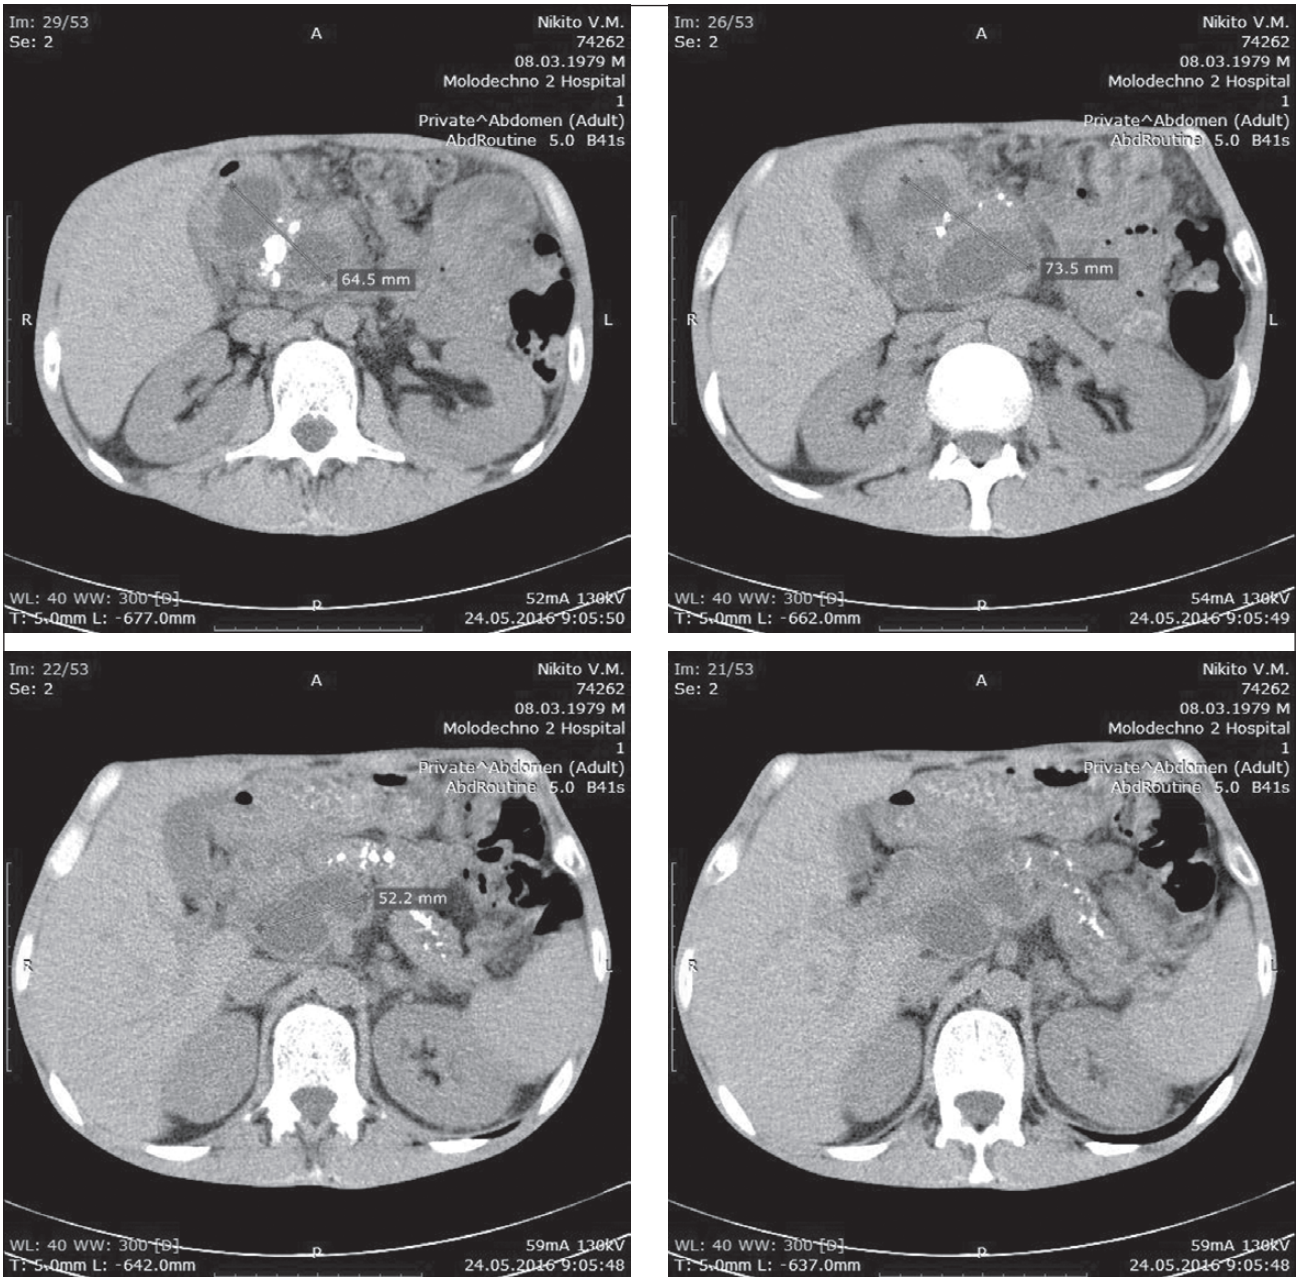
КТ: картина хронического панкреатита, тотального панкреатолитиаза, многокамерная псевдокиста в области головки и тела поджелудочной железы больших размеров
